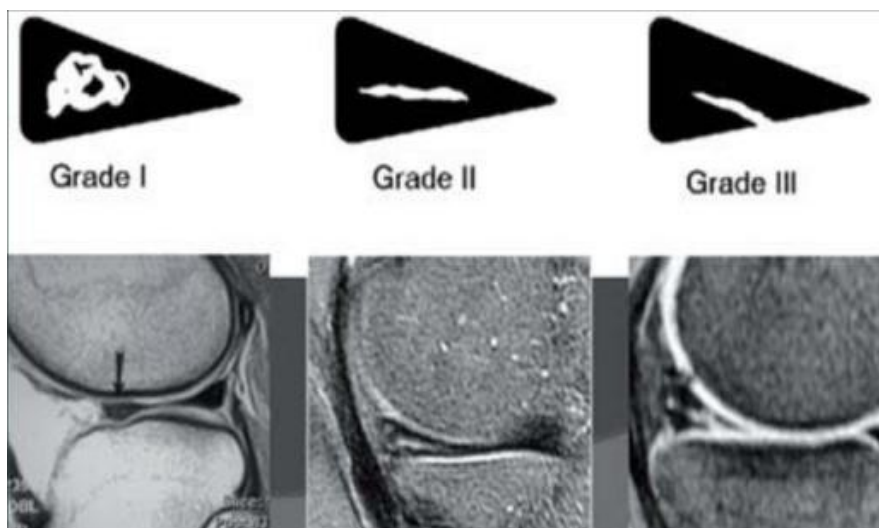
Aspect IRM des lésions méniscales selon la classification Crueset Stoller [2]
